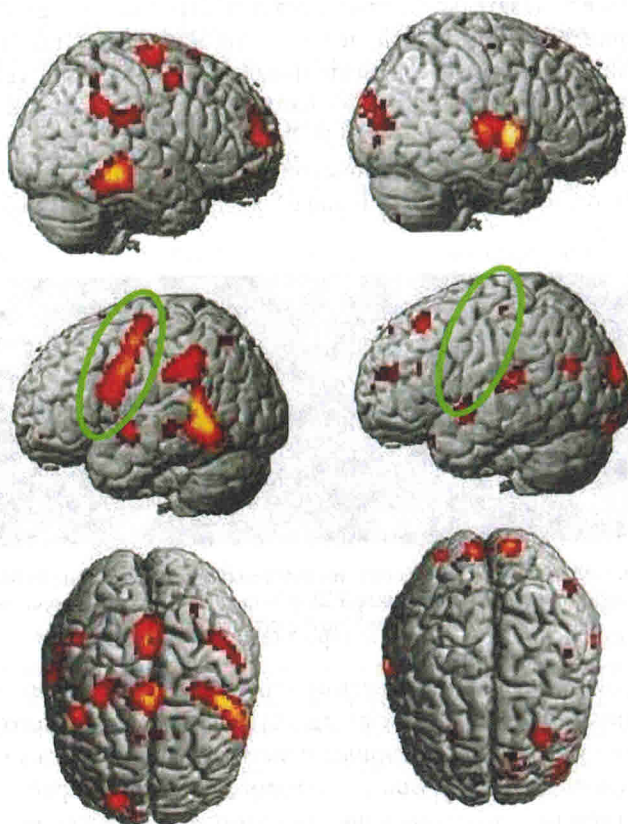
Области мозга, активирующиеся в соматотопической последовательности при прочтывании слов, обозначающие движения разных частей тела (лизать — *lick*, брать — *pick*, пинать — *kick*). Гемодинамический ответ на функциональную магнитно-резонансную томографию при активных движениях и при прочтении слов, обозначающих движения (по O. Hauk и соавт., 2004)
